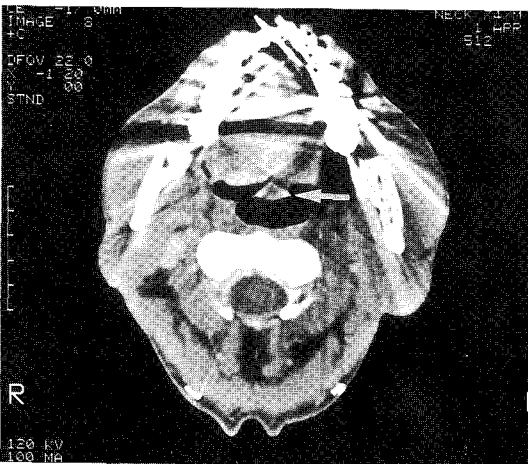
CT scan show thickening of epiglottis(arrow).
